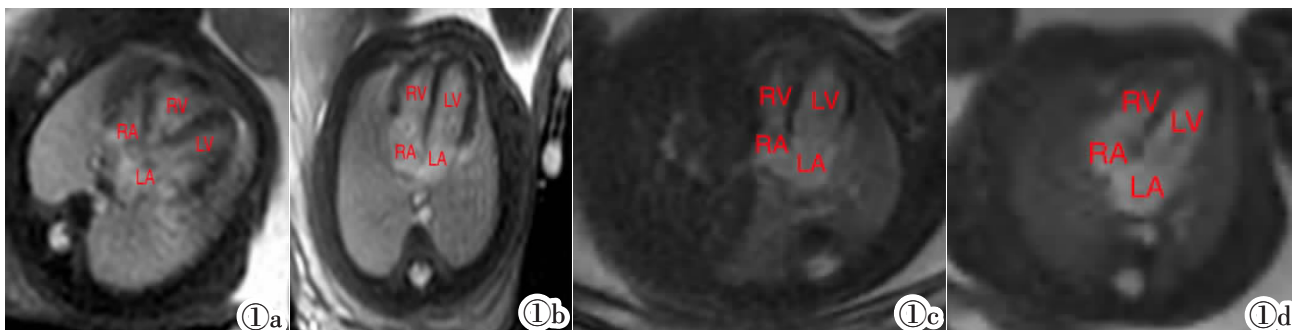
胎儿 MRI BSSFP 序列四腔心层面。图 1a:孕 32 周,单时相四腔心层面;图 1b:孕 32 周,三时相四腔心层面;图 1c:孕 28 周,单时相四腔心层面;图 1d:孕 28 周,三时相四腔心层面。RV:右心室;LV:左心室;RA:右心房;LA:左心房。
